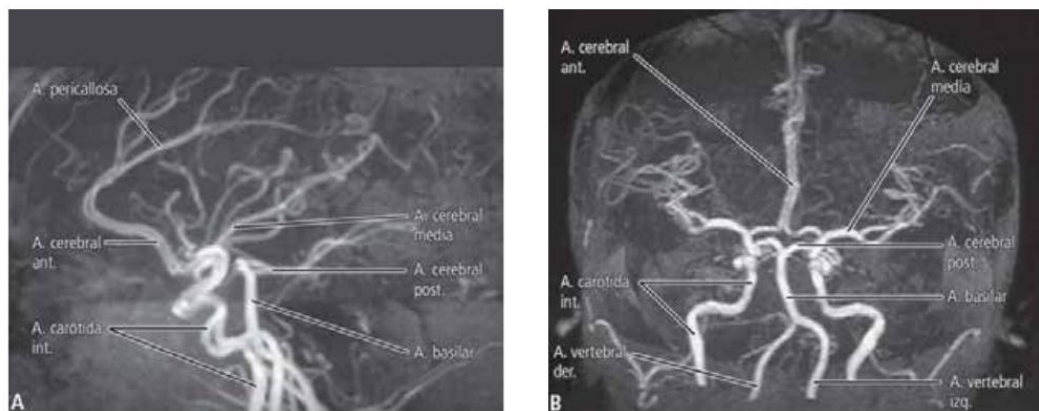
Angiorresonancia de vasos intracraneales; A. Vista lateral izquierda; B. Vista anterior. Se visualiza la formación del círculo arterial cerebral.
